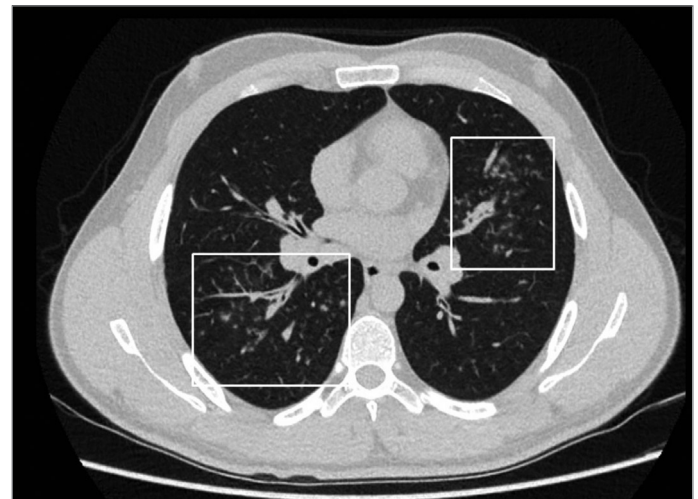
79 yaşında erkek hastaya ait kontrastsız toraks BT aksiyel kesitlerde sol akciğerde yaygın nodüler görünüm ve eşlik eden buzlu cam dansiteleri izlenmektedir.
